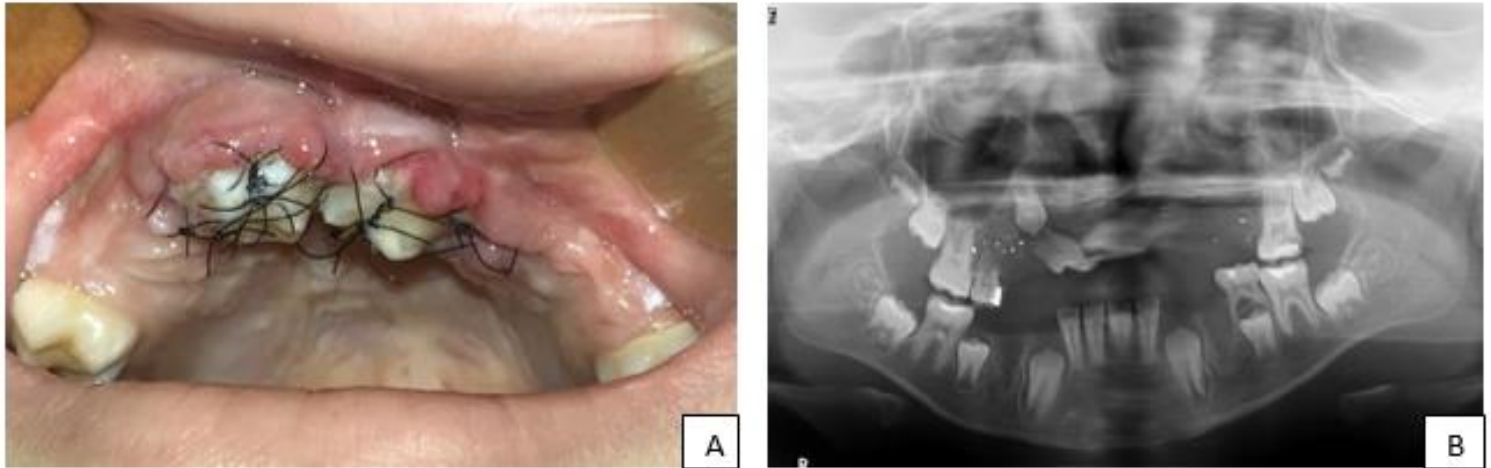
(A-B): (A): Fotografia intraoral após 7 dias do autotransplante. (B): Radiografia panorâmica 20 dias após a cirurgia. Mostrando estabilização por meio de fios de sutura.
